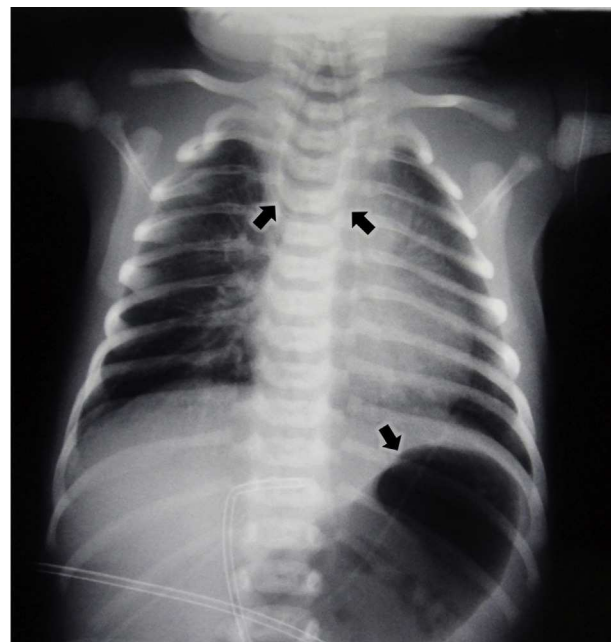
Radiografía de tórax. Nótese la sonda enrollada en bolsón superior del esófago.
